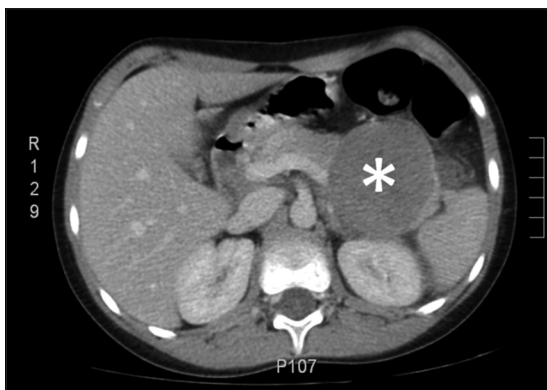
TAC abdominal con contraste, corte transversal. Se visualiza un tumor heterogéneo, con áreas hipodensas, bien encapsulado, en la cola del páncreas.
